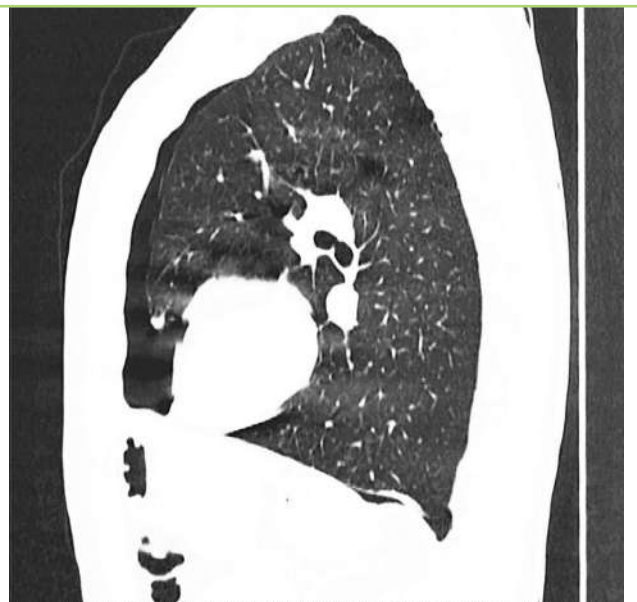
Пациент К., 57 лет. Малый пневмоторакс слева. КТ ОГК, сагиттальный срез, реконструкция [предоставлено авторами] / Patient K., 57 years old. Small left pneumothorax. Chest CT scan, sagittal image, reconstruction [provided by the authors]
